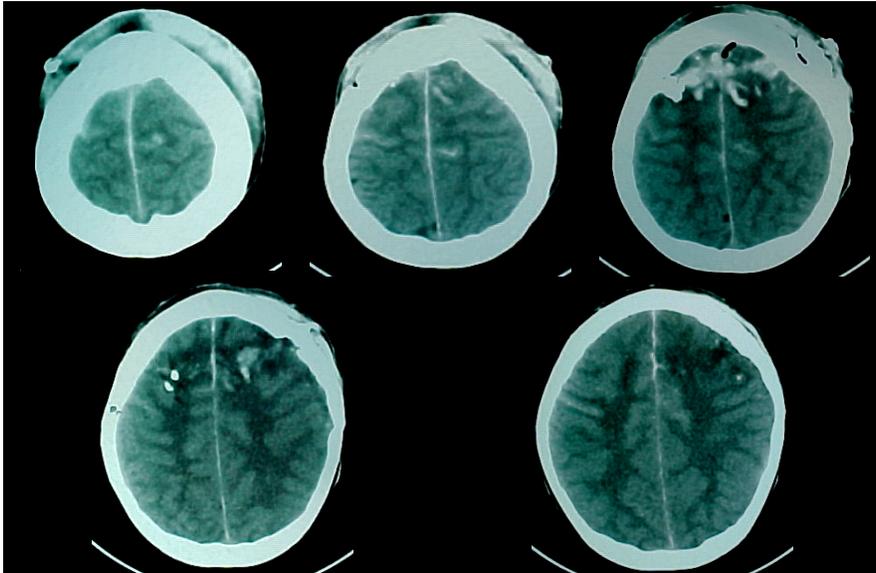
TC simple del 23 de noviembre del 2003.
